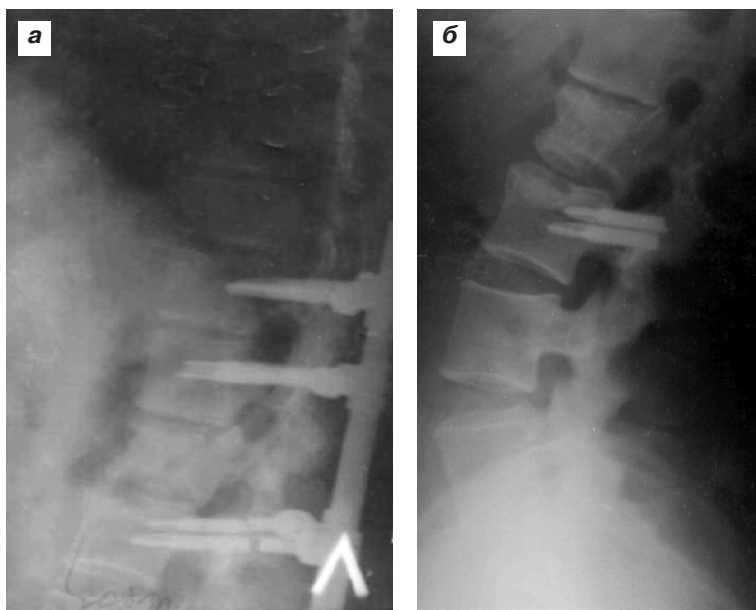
Функціональна рентгенографія цифрова поперекового відділу хребта пац. Д., 36 р. після стабілізації і переломів нижніх гвинтів (а), після видалення металевих конструкцій рентгенограми у сагітальних проекціях (б).
